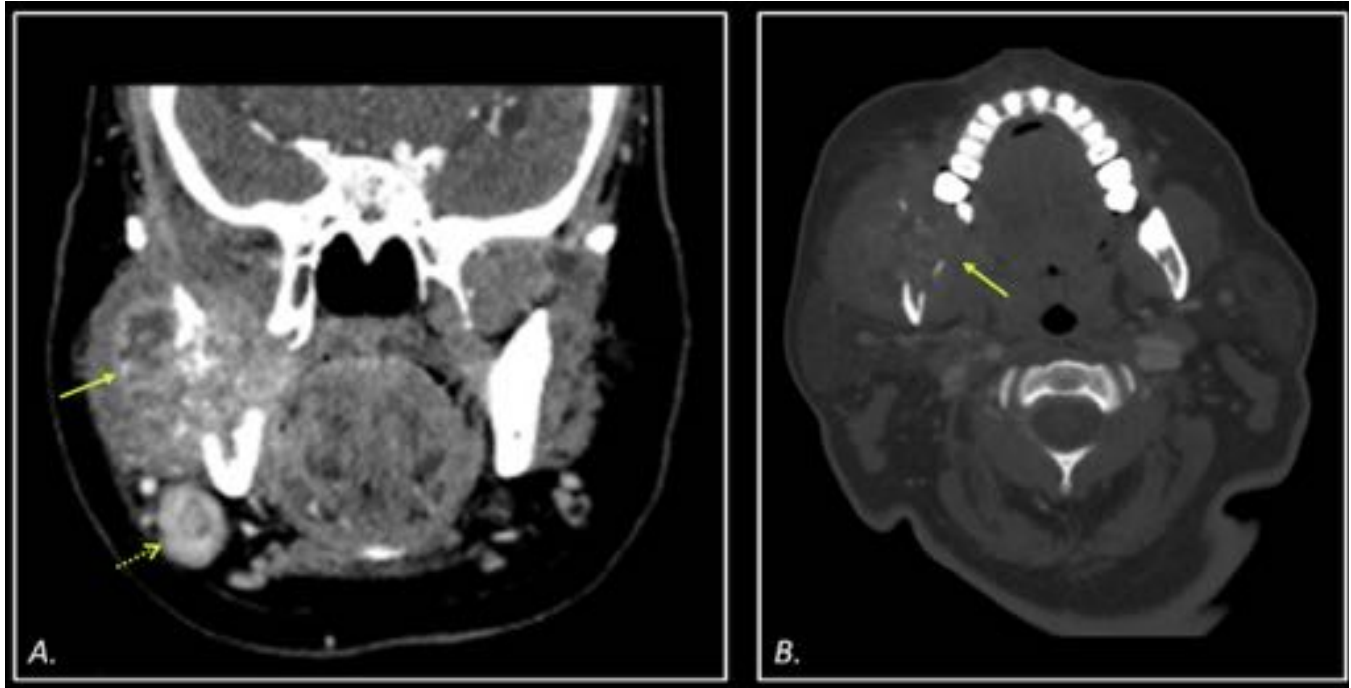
Mujer de 54 años con adenocarcinoma de colon. Se realiza TC cervical debido a fiebre, disfagia y ulcera oral. A) TC coronal y (B) axial . Lesión osteolítica mandibular derecha que infiltra la musculatura del espacio masticatorio (flechas continuas). Nótese la presencia de una adenopatía metastásica submandibular derecha (flecha punteada).
